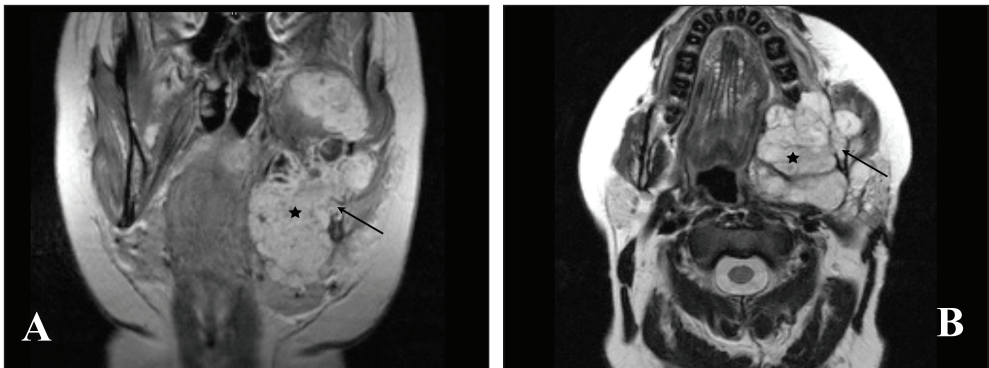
IRM préopératoire. Coupes frontale (A) et transversale (B) en pondération T2, montrant la volumineuse lésion tumorale (étoiles) infiltrant la branche montante et l'angle de la mandibule (flèches).
